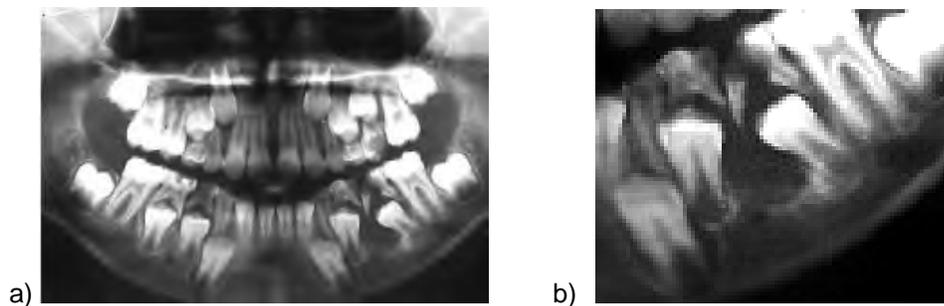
a) Radiografía panorámica de un paciente pediátrico en la que se observa la presencia de un quiste dentígero en la zona del segundo molar inferior derecho primario, b) Acercamiento de la zona afectada.⁶⁶
